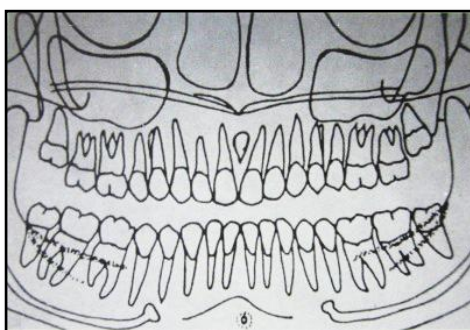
Radiografía panorámica con evidentes estructuras anatómicas.
